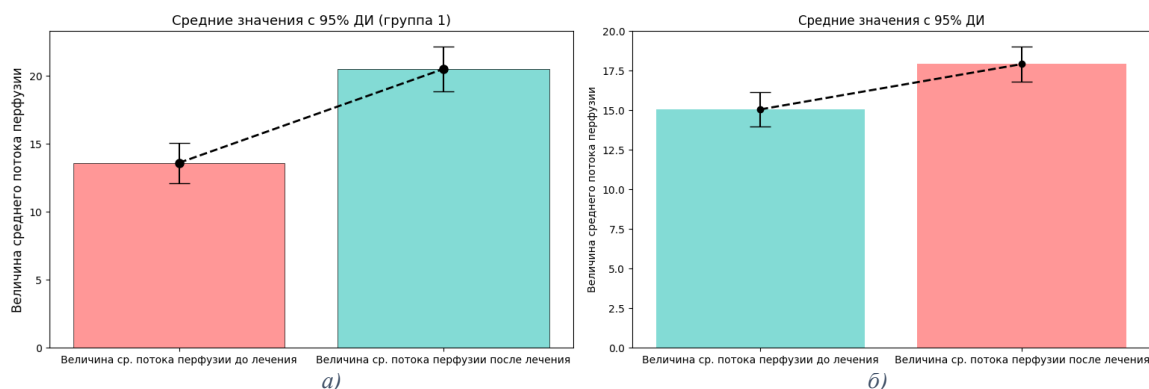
Величина среднего потока перфузии до и после лечения в 1 (а) и в 2 (б) группе
